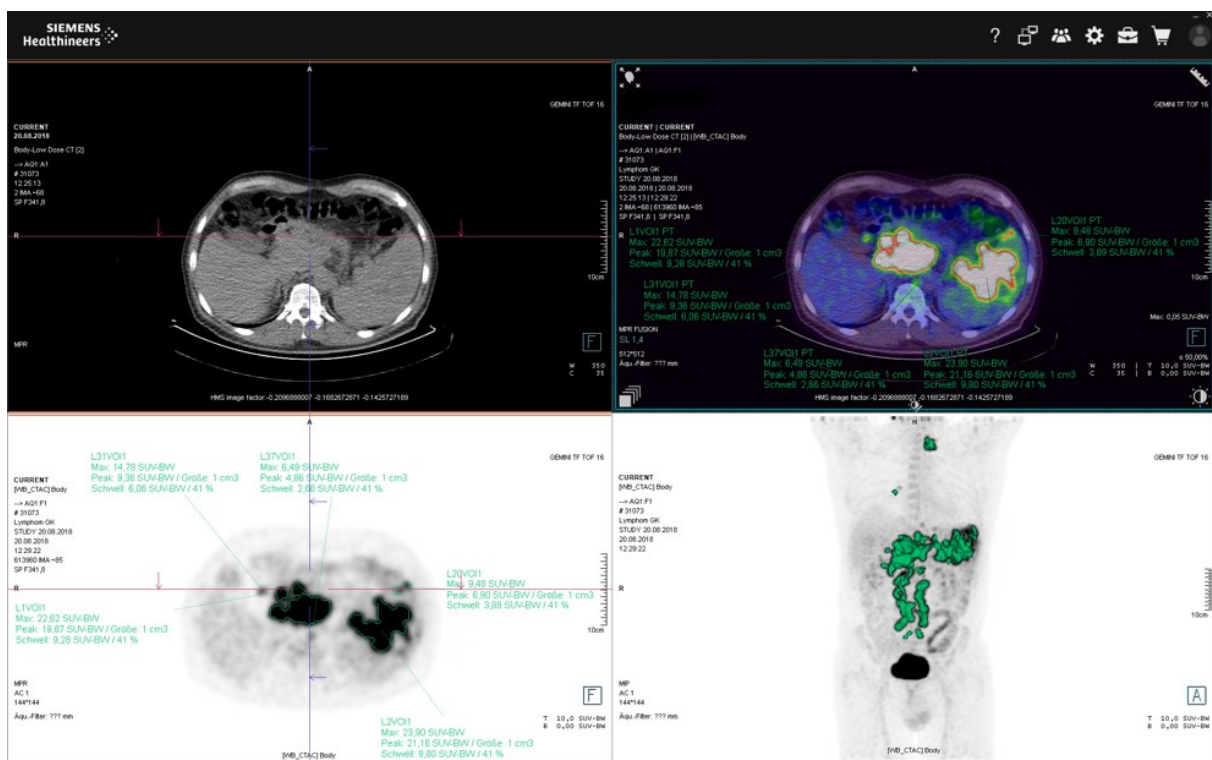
Typische Darstellung der PET/CT bei der Auswertung, SUV-Skala: 0-10. links oben: low-dose CT, rechts oben: fusioniertes PET/CT-Bild, li.unten: PET, rechts unten.: Maximum-intensity-projection (MIP). Die in der MIP in Grün hinterlegten Volumina stellen das nach dem PERCIST-Schwellwert evaluierte metabolische Tumervolumen (MTV) dar.
